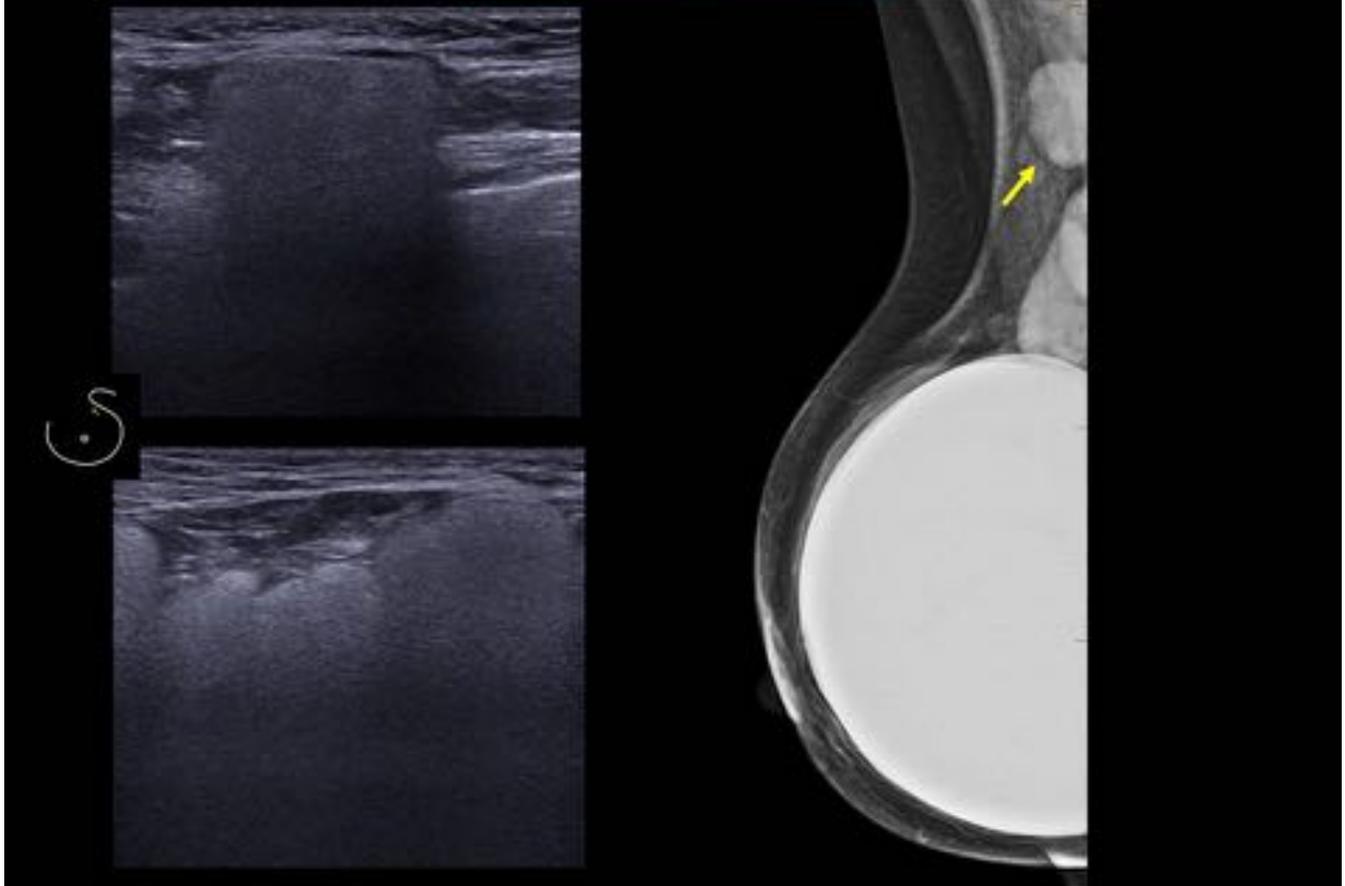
Paciente de 47 años con recambio de prótesis hace 7 meses consulta por palpación de nódulo infrareolar en mama derecha. La ecografía mostró múltiples lesiones nodulares hiperecogénicas con el signo de “tormenta de nieve” que corresponden a adenopatías con silicona. La mamografía también mostraba las adenopatías axilares densas. El nódulo que refería la paciente correspondía a un pliegue de la prótesis.
